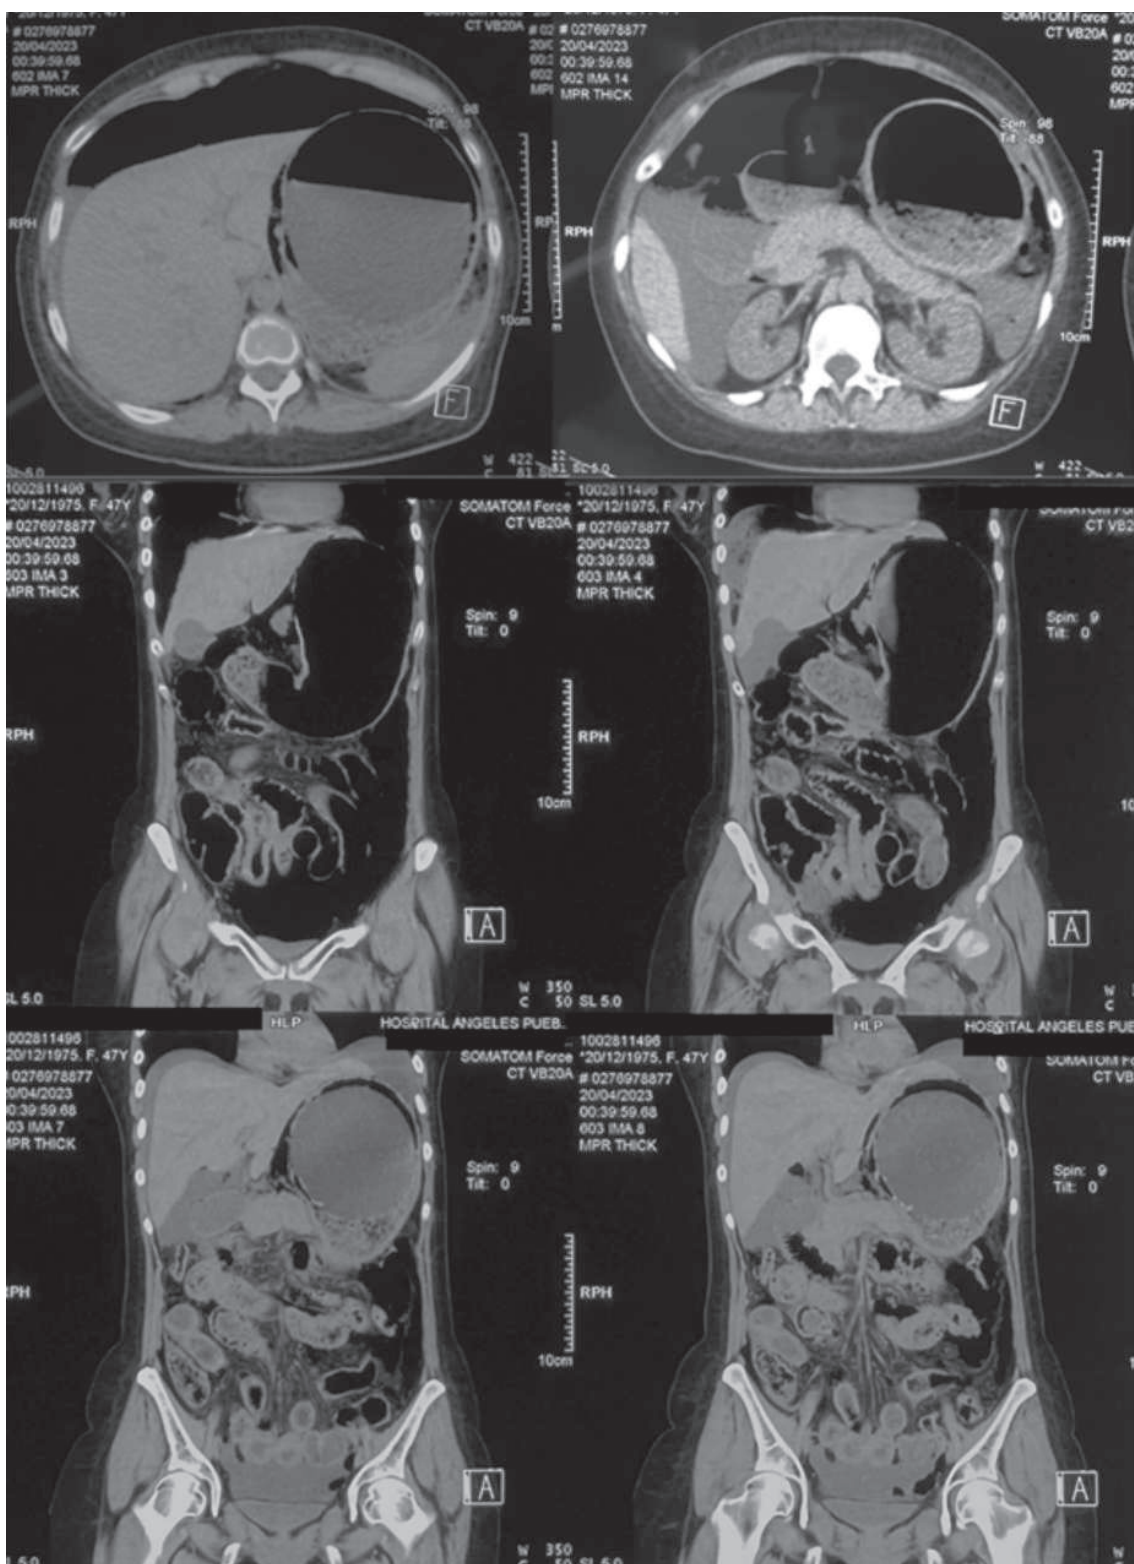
Tomografía inicial del paciente. Perforación a nivel de curvatura menor gástrica de 20 mm, abundante líquido libre neumopéritooneo, cambios en grasa mesentérica en relación a peritonitis y neumatosis intestinal.
